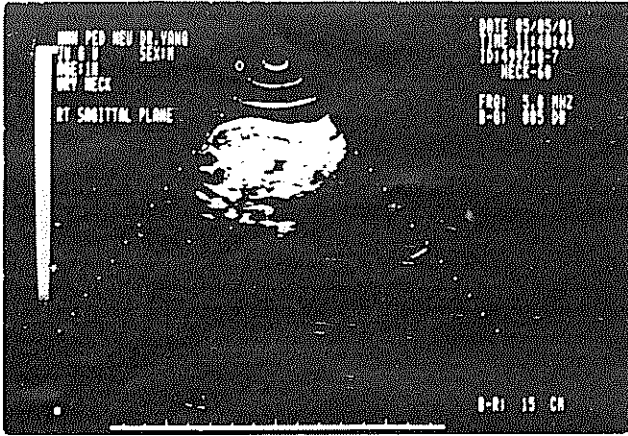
第三級斜頸症，患側胸鎖乳突肌之超音波圖形顯示大塊低密度區內有拼嵌之島狀同密度區，而成梭狀腫塊。
